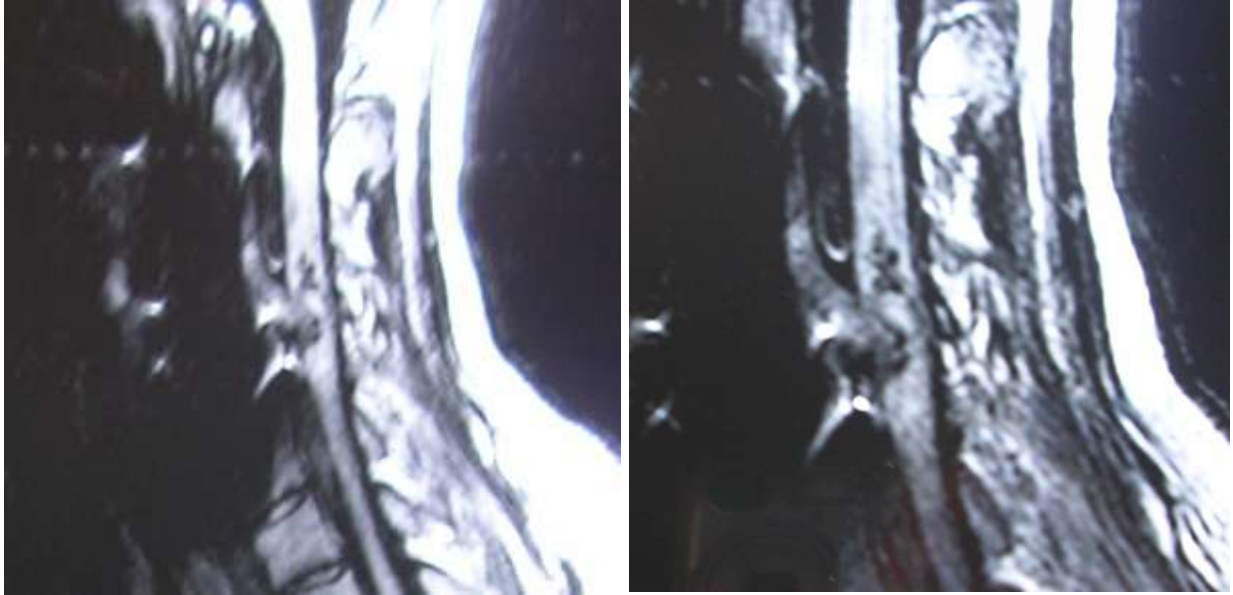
Comparaison des images IRM, sagittal T2 du site traumatique du patient n°2.
